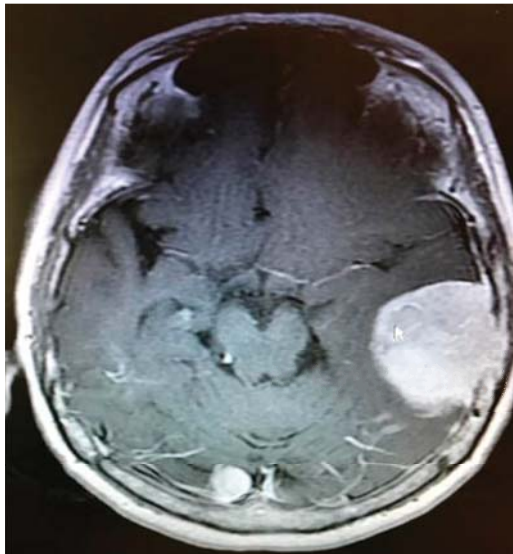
Imagen de resonancia magnética con gadolinio en la que se observa tumoración temporal izquierda y en seno transversal derecho.
